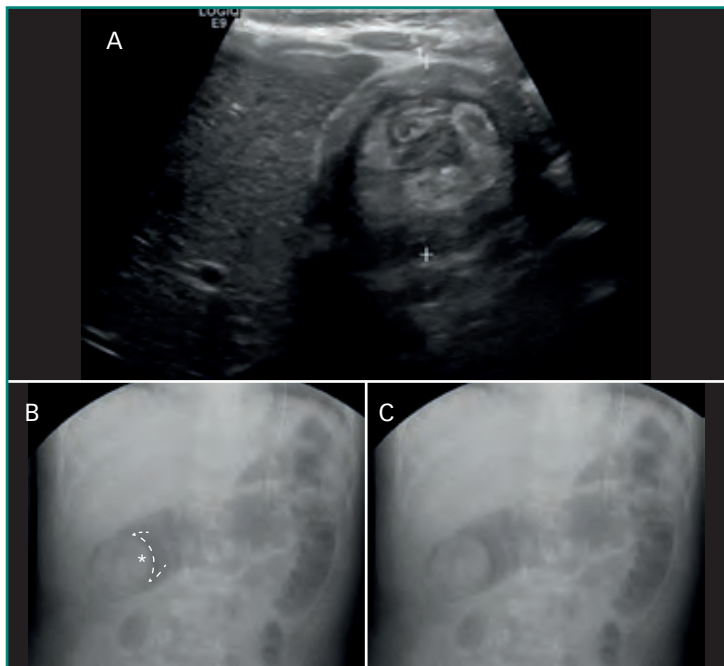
Invasión intestinal. Varón de dos años de edad con invaginación ileocólica. A: ecografía abdominal, corte transversal a nivel de la válvula ileocecal muestra el clásico “signo del donut”; B: estudio de fluoroscopia durante reducción mecánica terapéutica con enema de aire. En este se identifica el signo del menisco (*línea discontinua*), con el *intussusceptum* (*asterisco*) penetrando en el ángulo hepático del colon (*intussusciens*); C: misma imagen que B, sin anotaciones.
